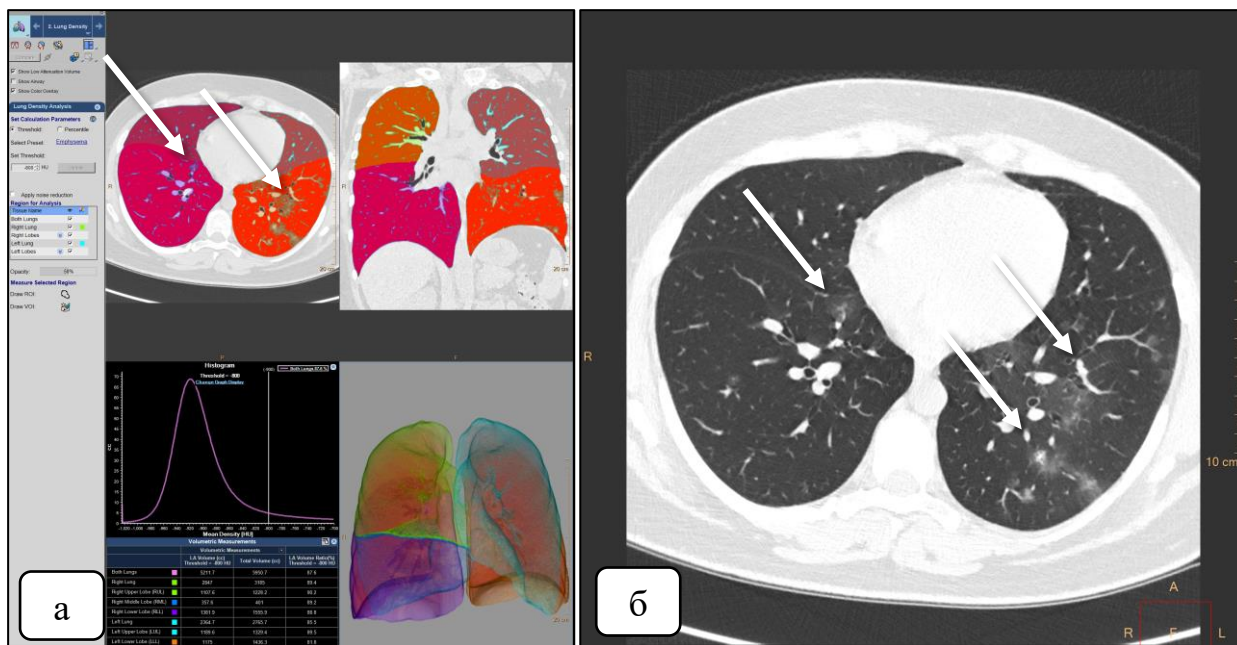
МСКТ легких. Расчет объема поражения МСКТ легких. Расчет объема поражения легочной паренхимы: а – автоматический анализ в модуле COPD IntelliSpace Portal V11, б – легочное окно, аксиальный срез, очаги «матового стекла» в S7 сегменте правого легкого и S8, S9, S10 сегментах левого легкого (указаны стрелками)
